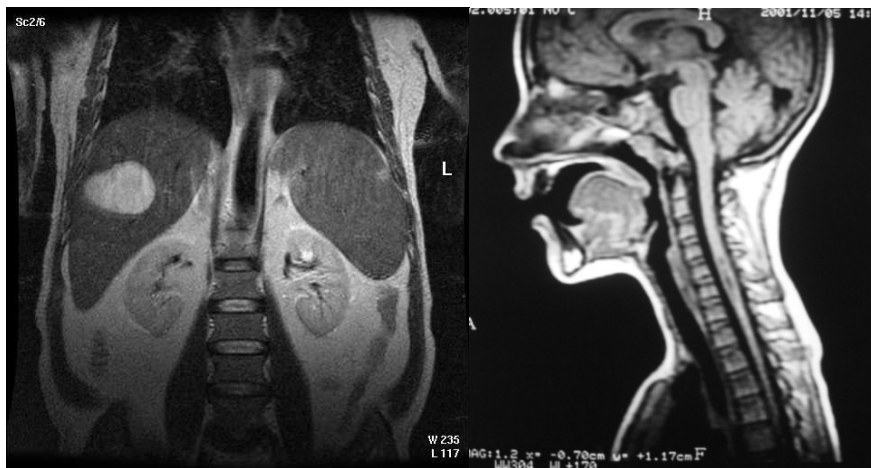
Imagini IRM abdomen și coloana cervicală
